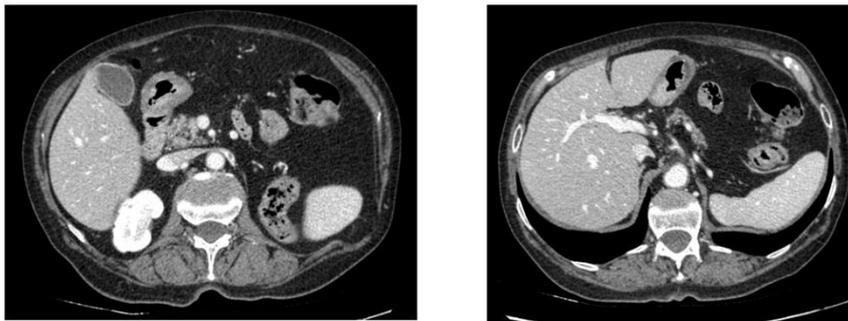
TDM TAP septembre 2024 montrant la disparition des lésions (Réponse complète)
